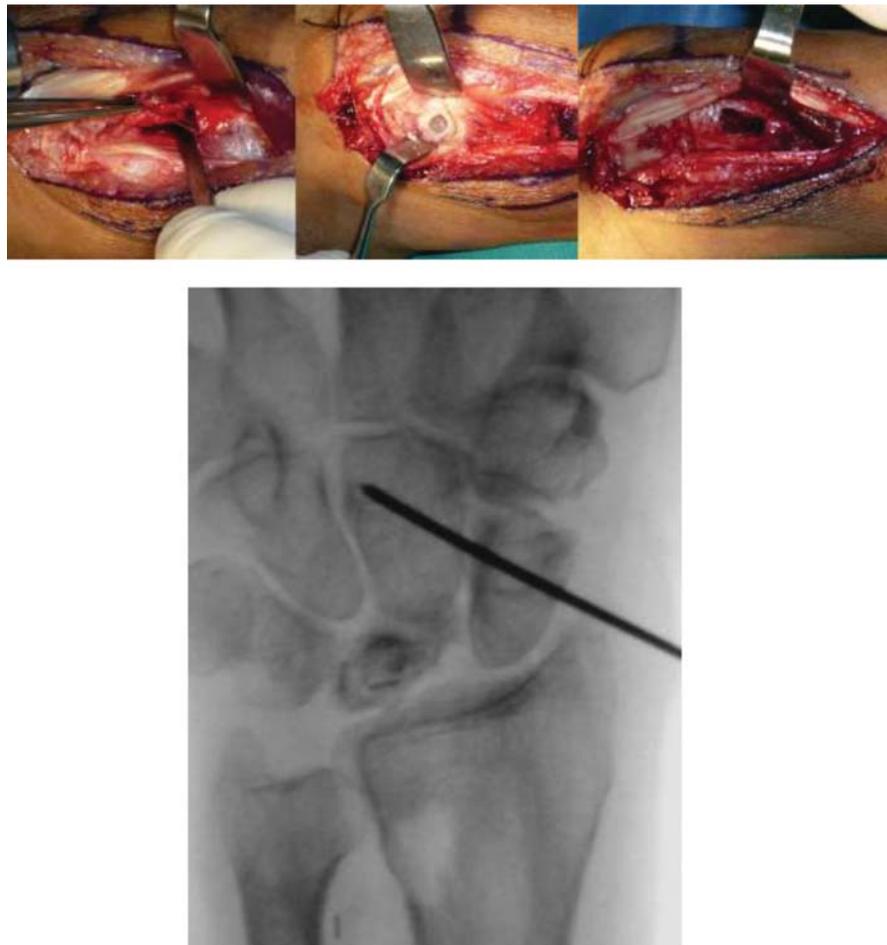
Técnica quirúrgica de la toma de injerto vascularizado 4-5 compartimento extensor. Se muestra la toma del injerto con su pedículo, la perforación en el semilunar receptor y el resultado quirúrgico. Se muestra la radiografía postoperatoria AP de la muñeca, se protege con aguja escafocapitate con aguja de *kirschner* y yeso braquiopalmar durante 6 semanas.
